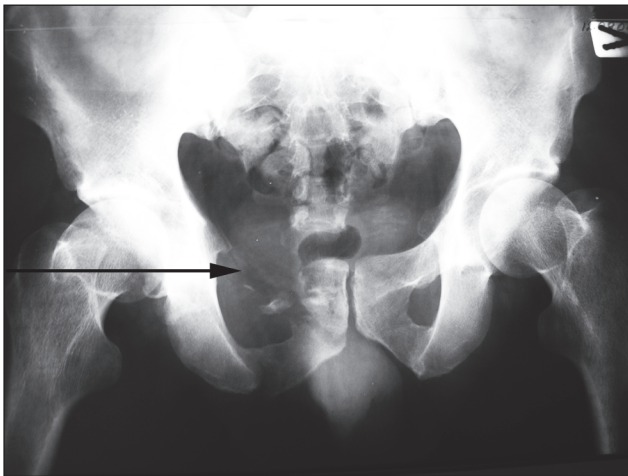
Фотовідбитки рентгенограми кісток таза пацієнта Н., 46 років (спостерігається деструкція правої лобкової кістки)
